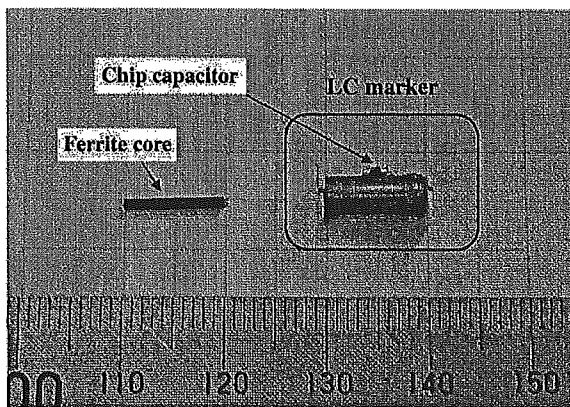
Photograph of LC resonant marker with high permeability ferrite core.
